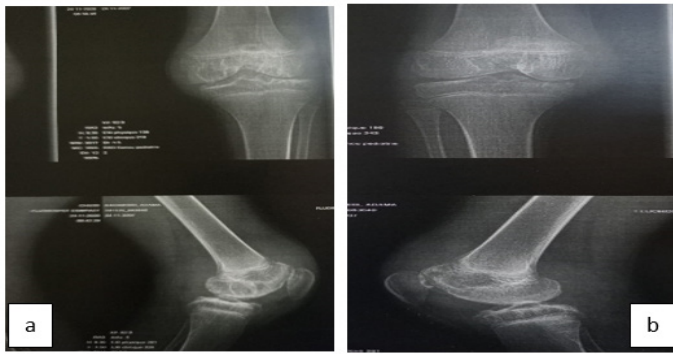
(a, b) : Radiographie bilatérale des genoux face/profil
